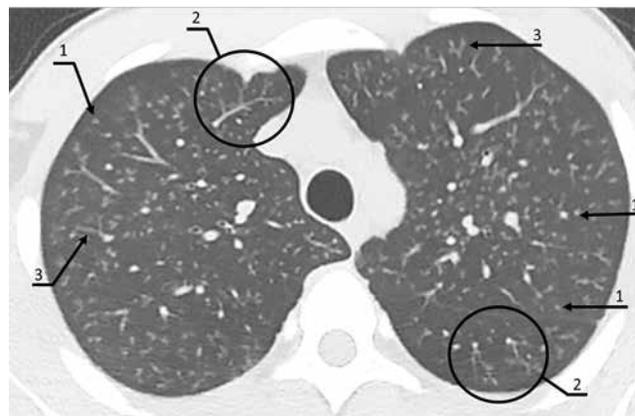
КТ пациента с ПЛАВЭС, 17 лет (собственное наблюдение).
